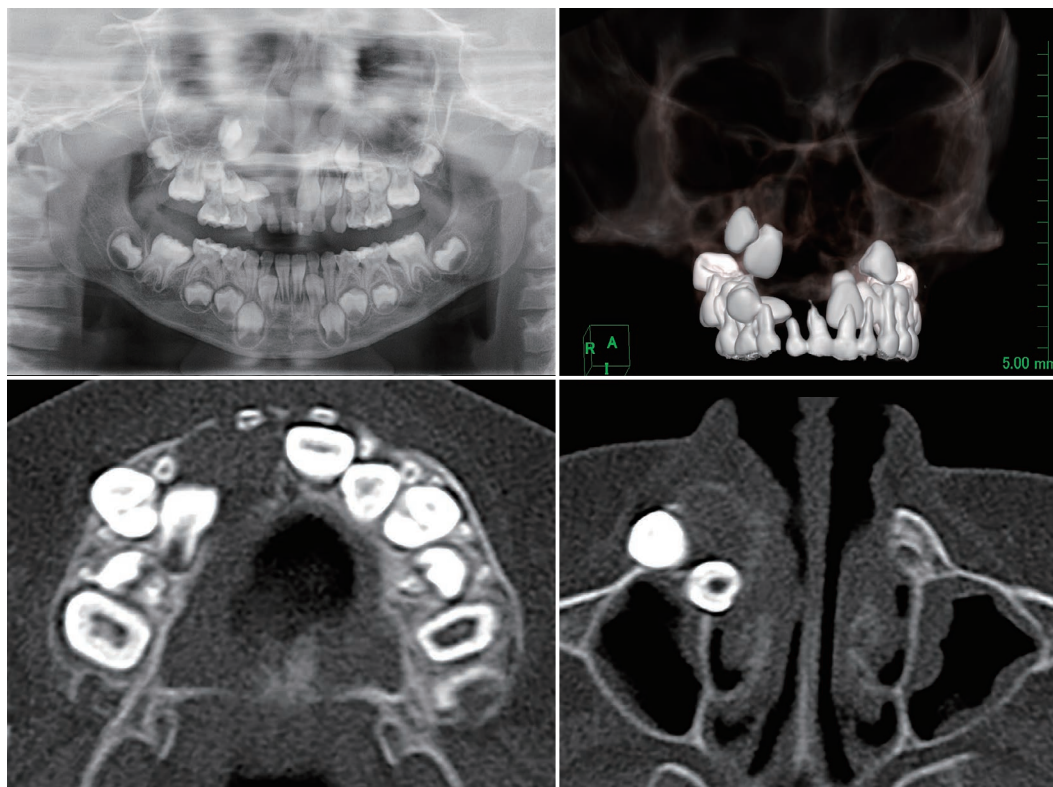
初診時 (2017年2月) パノラマ・CT画像
